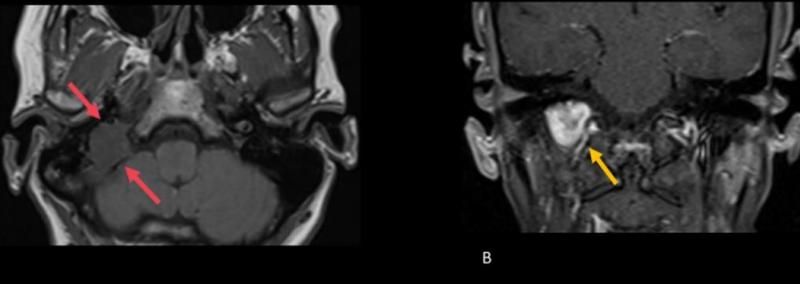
Schwannoma do forame jugular direito. A) Imagem axial de RM ponderada em T1 mostra lesão com sinal intermediário (setas vermelhas). B) Imagem coronal de RM ponderada em T1 com supressão de gordura pós contraste mostra realce intenso e heterogêneo (seta amarela).
